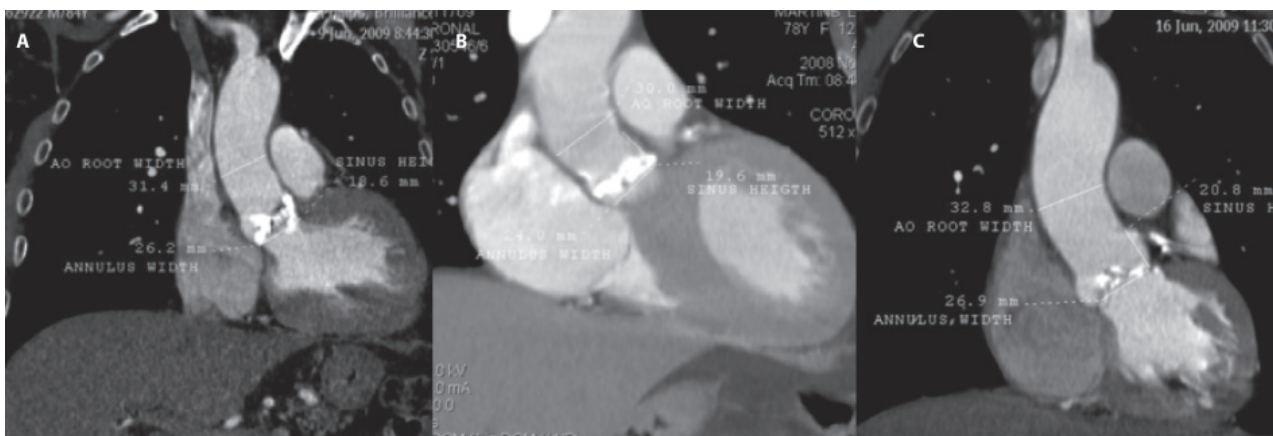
TC multicorte. A. Mediciones aórticas y Score de Ca⁺⁺ (severo) B. Mediciones aórticas y Score de Ca⁺⁺ (severo) C. Mediciones aórticas y Score de Ca⁺⁺ (moderado).
